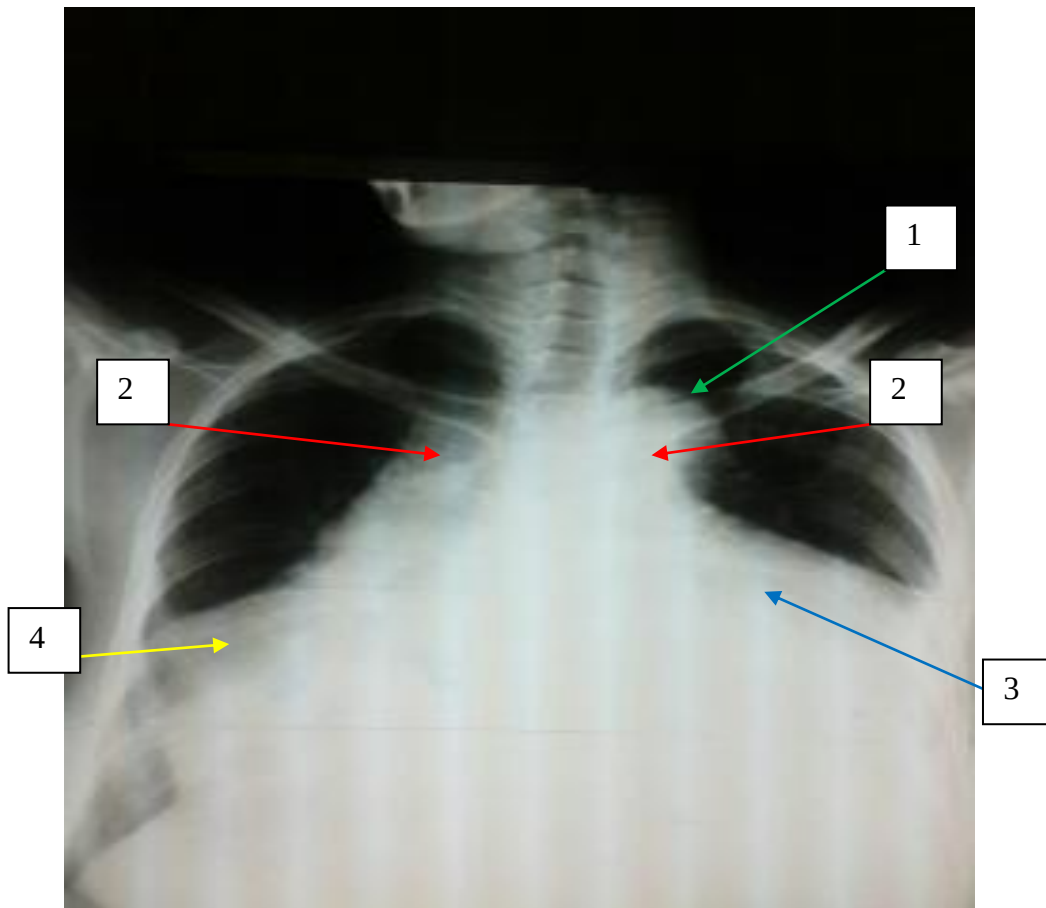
Radiographie du thorax de face montrant un élargissement du médiastin (flèche 2), un déroulement du bouton aortique (flèche 1), un aspect de cœur en carafe (flèche 3) et une pleurésie basale droite (flèche 4). ICT= 0,74.
